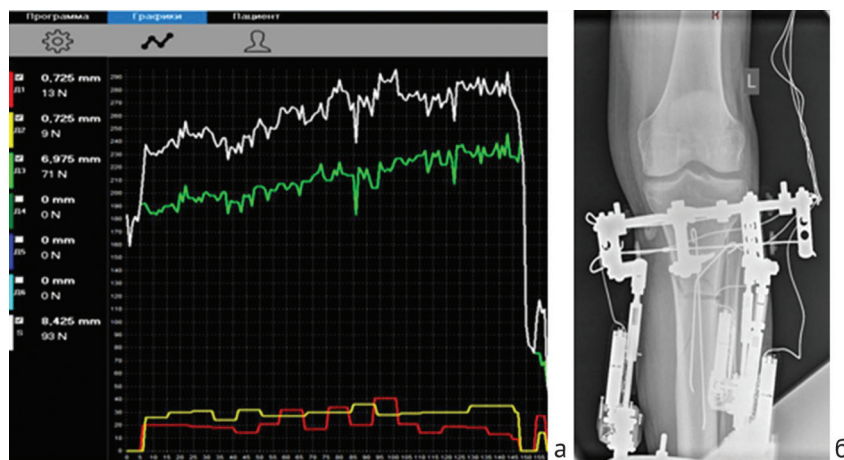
Динамика дистракционных усилий с резким падением уровня сопротивления (а); контрольная рентгенограмма левой голени в день падения уровня дистракционных усилий (б)
